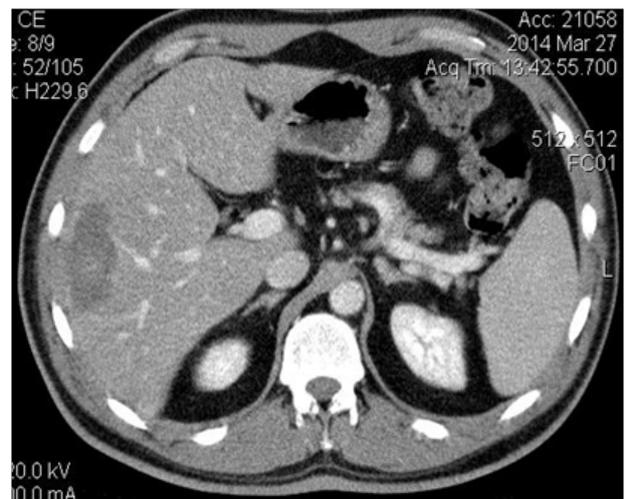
CT shows mass complete necrosis
